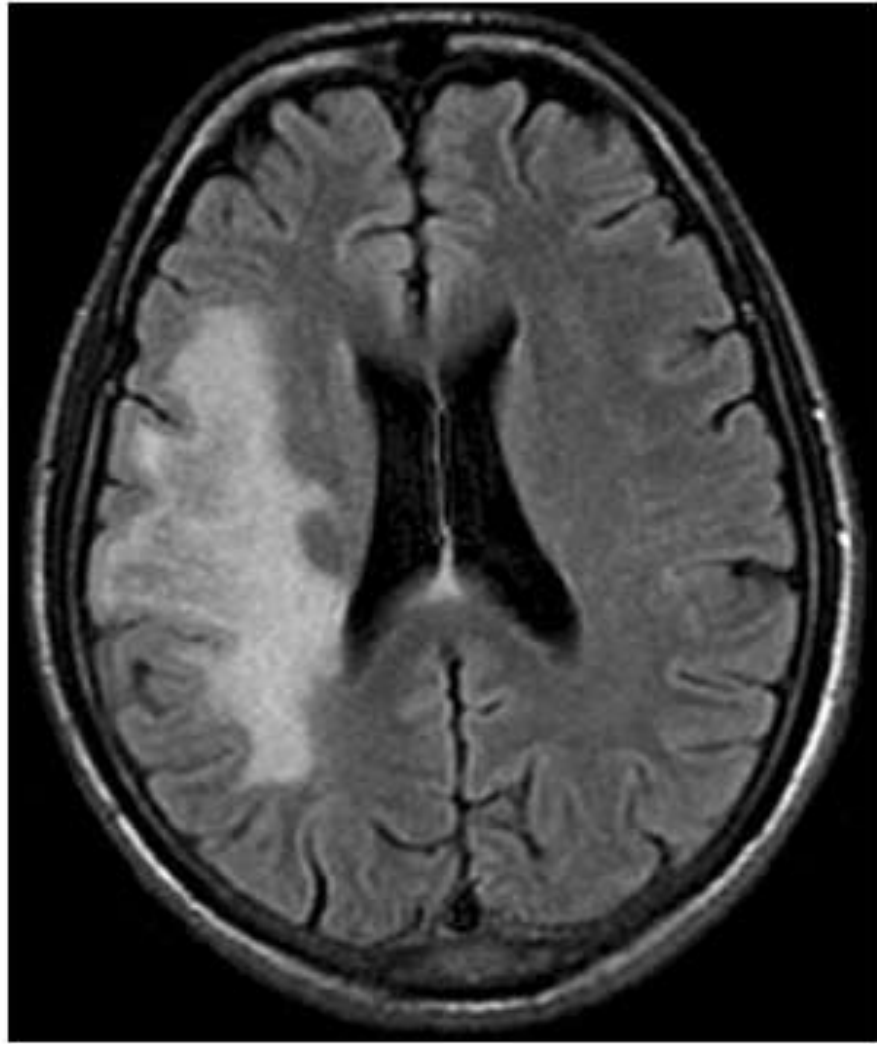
Brain MRI: T2 FLAIR image of a HIV-infected patient with PML showing white matter demyelination. Photo courtesy of Dr. Frank Gaillard, <http://radiopaedia.org/articles/progressive-multifocal-leukoencephalopathy>
